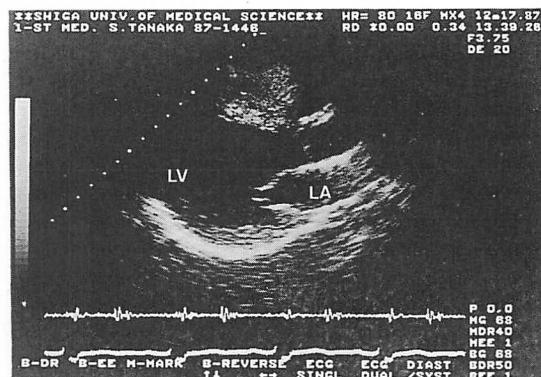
Two-dimensional echocardiogram of Patient 3.
